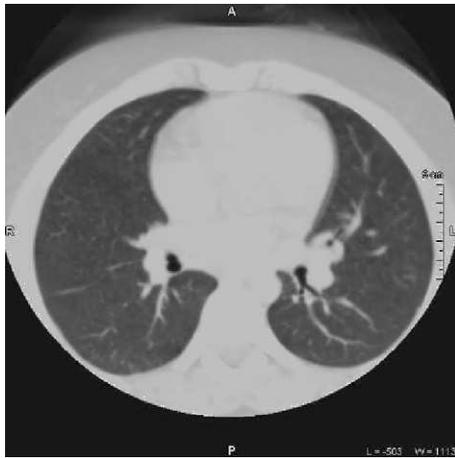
Tomografía computarizada realizada a los 3 meses del tratamiento con resolución de las imágenes descritas.
